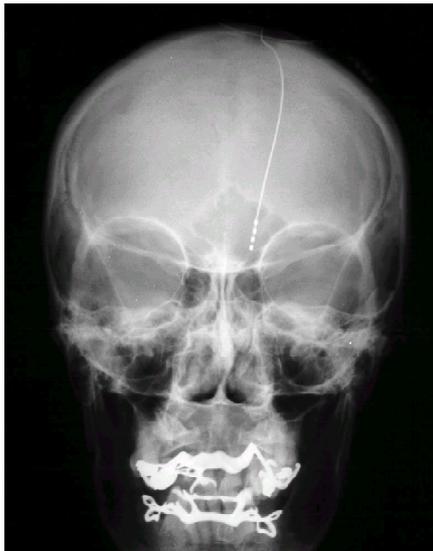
Estimulação elétrica cerebral profunda. Radiografia na incidência antero-posterior de paciente com implante de eletródio implantado nos núcleos talâmicos específicos.
